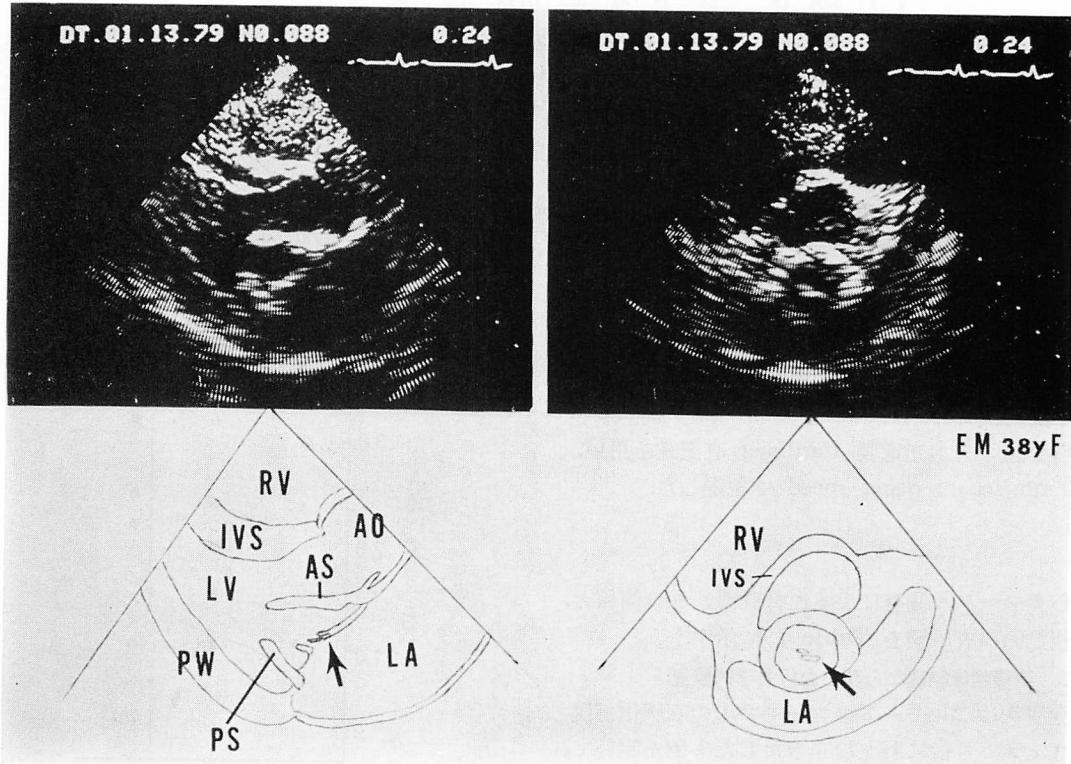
Cross-sectional echocardiograms recorded during systole (Case #4) (Left: long axis view; right: short axis view).
